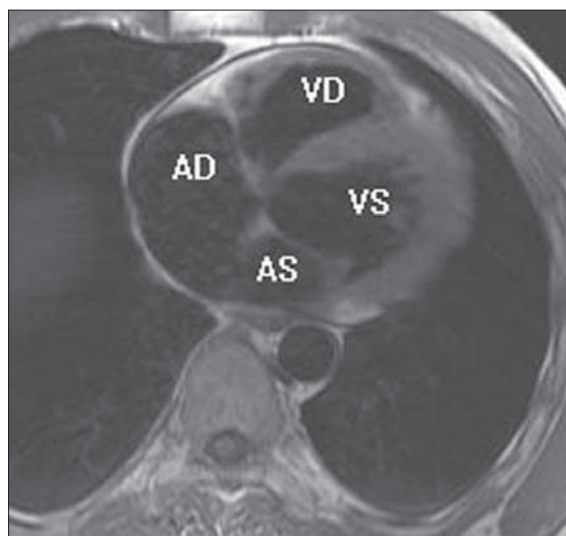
Secțiune axială IRM la nivelul celor 4 camere. Se evidențiază: atriul stâng (AS), atriul drept (AD), ventriculul stâng (VS), ventriculul drept (VD).
